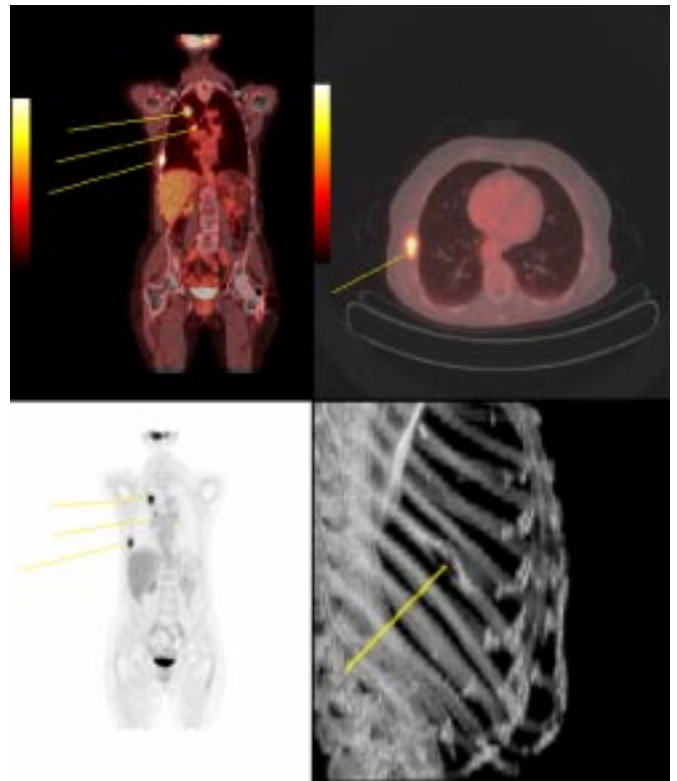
Поеднане ПЕТ–КТ-обстеження хворої Н., 76 р. Діагноз: Susp. Са верхньої частки правої легені
